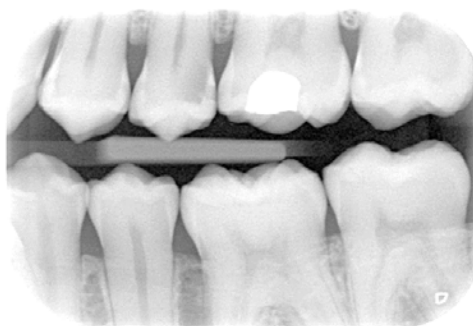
Прикусная (bitewing) рентгенография
